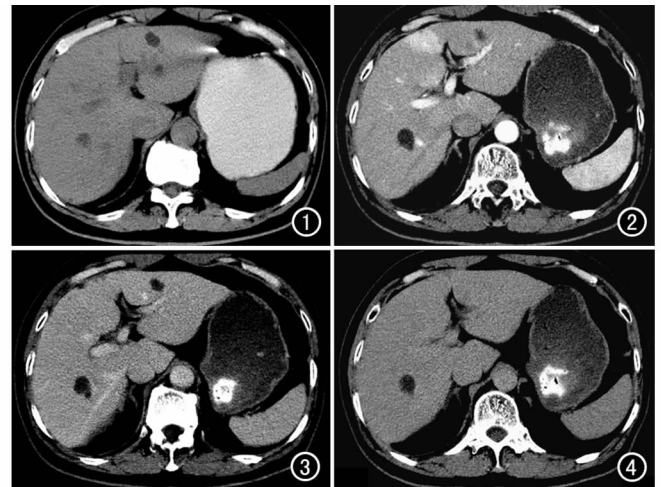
CT 平扫示肝内多发小低密度灶。图 2 增强扫描动脉期示肝内低密度灶无强化, 肝方叶内可见楔形异常强化区。
